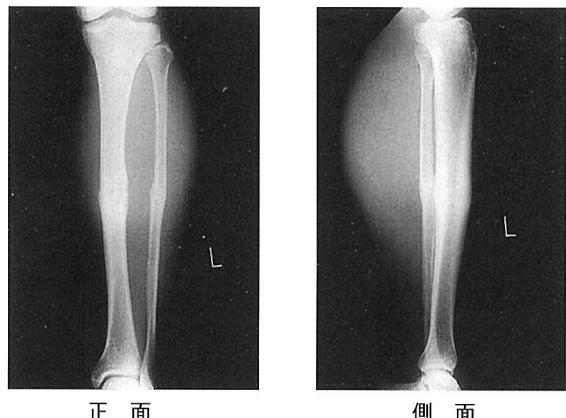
再受傷時X線正側面像（初回受傷後10カ月）。
